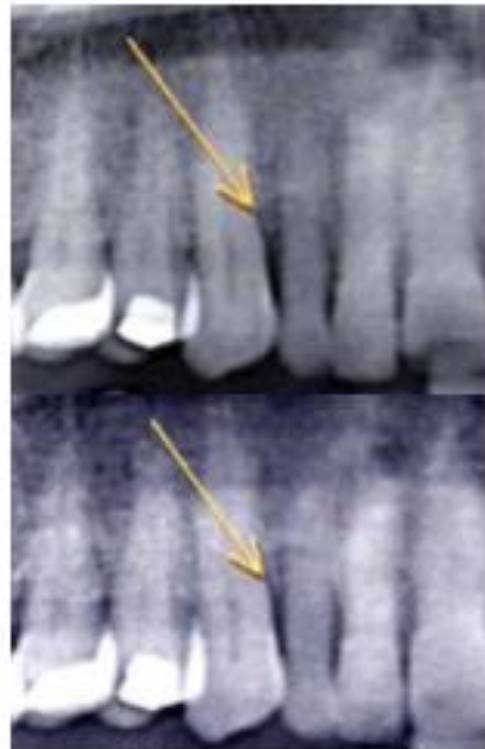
Radiografía periapical. Se muestra defecto óseo (flecha) b) radiografía postoperatoria que muestra defecto óseo (flecha) después de 6 meses de la intervención.
